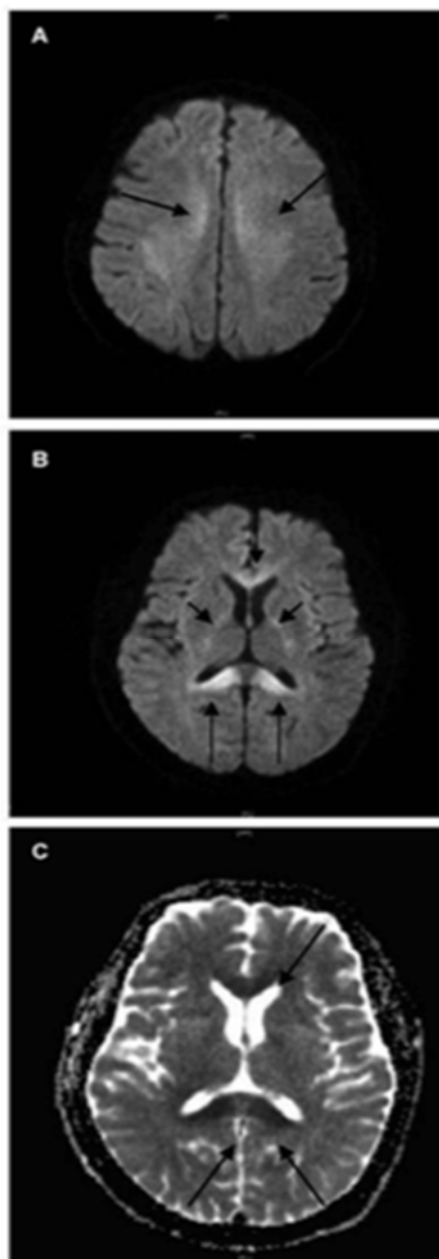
Ressonância Magnética: (A) e (B) são imagens de difusão e (C) representa um mapa de Coeficiente Aparente de Difusão (ADC). As lesões apresentam-se de forma simétrica e revelam hipersinal da substância branca (zonas brilhantes das imagens A, B e C). Estas modificações imagiológicas indicam, alterações ao nível metabólico, no caso, exógenas, por exposição a uma substância neurotóxica (Chih-Ming, L.; Chi-Kuang, L., *et al.*, 2014).
